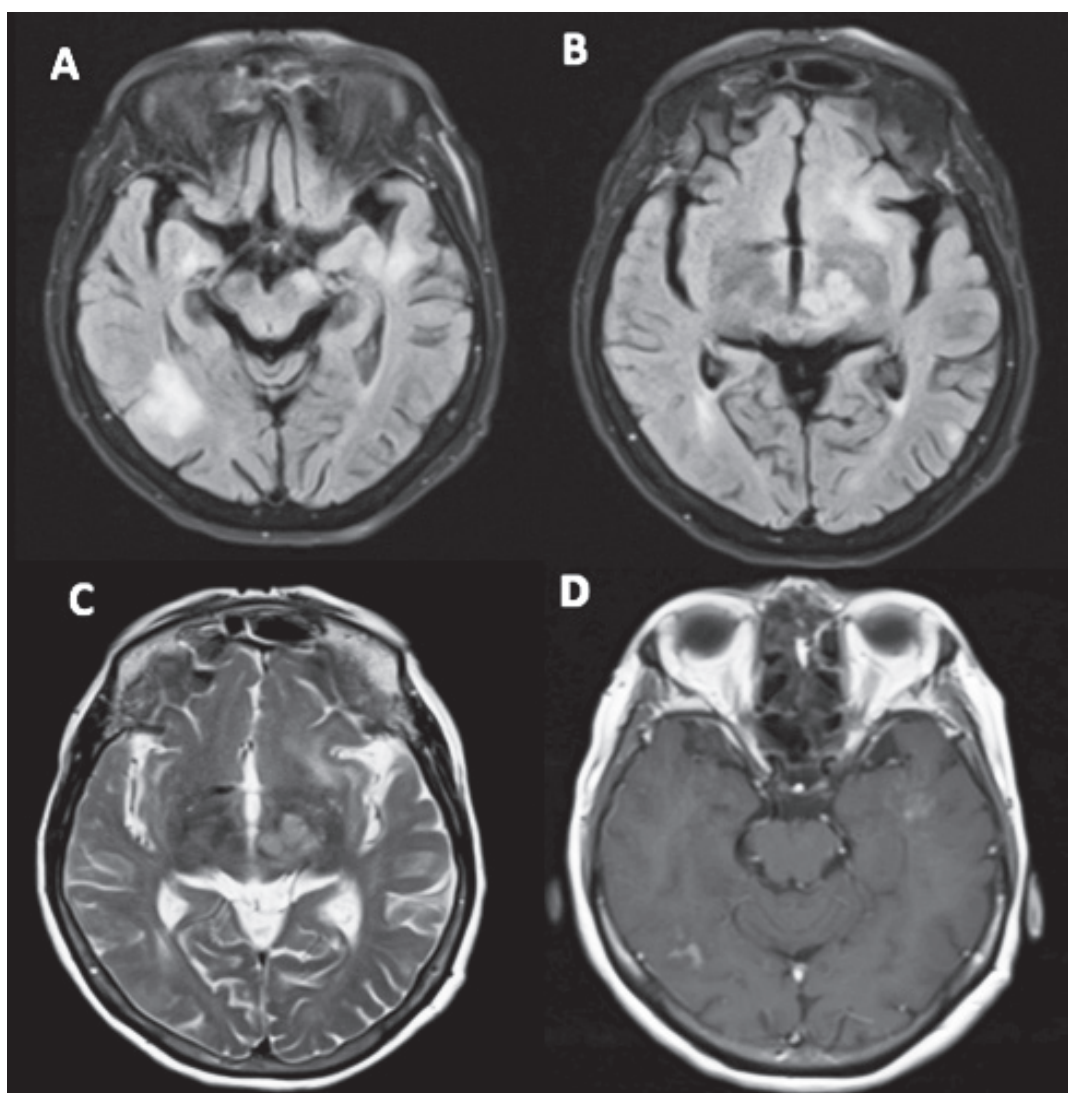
Resonancia magnética cerebral simple y contrastada, resonador GE, 1,5 T. A: FLAIR, B Y C: T2 D:T1 + C. A, B Y C: aumento de la señal T2 y FLAIR en la región temporal, frontal, gangliobasal, pedúnculo cerebral izquierdo y región occipito-temporal derecha. D: realce al medio de contraste en regiones temporal izquierda y occipito-temporal derecha.
